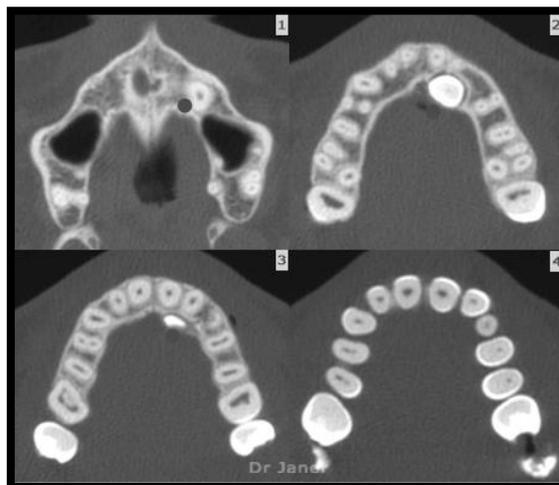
Tomografía computarizada.<sup>8</sup>
